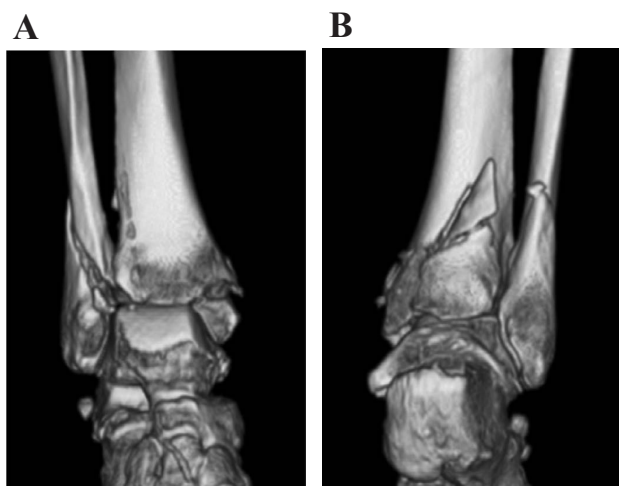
Preoperative three-dimensional computed tomography scans showed a trimalleolar fracture type 44B3 according to AO classification. Note the big posterior Volkmann triangle. (A) Anterior aspect of the ankle joint, (B) Posterior aspect of the ankle joint.
